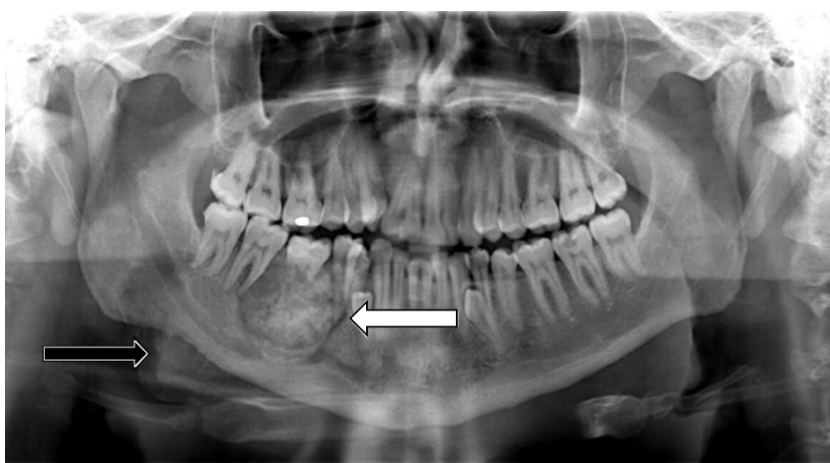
Ortopantomografía preoperatoria de las lesiones en donde se puede apreciar el fibroma osificante (flecha blanca) y el ameloblastoma (flecha negra)
